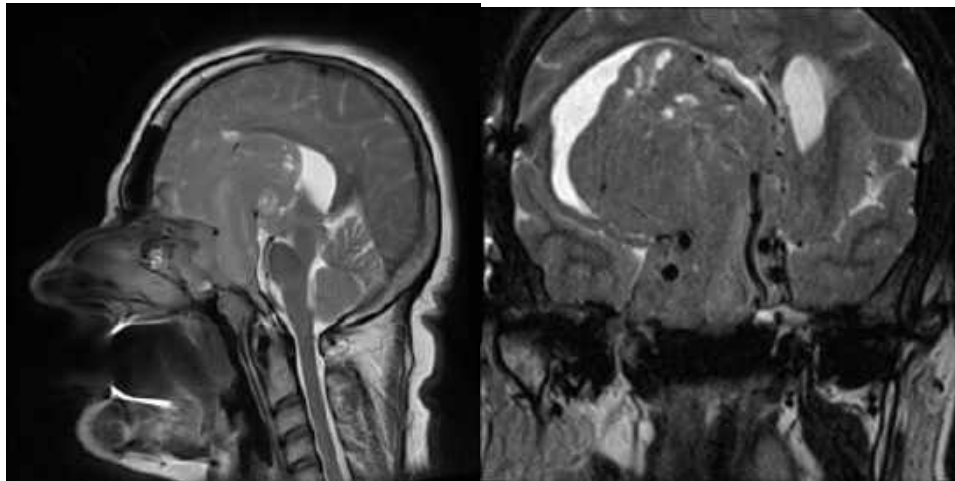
Спостереження №72. Хвора III-та, (історія хвороби №309/2). Доопераційна МРТ у хворі оперованої із застосуванням біфронтальної краніотомії.
